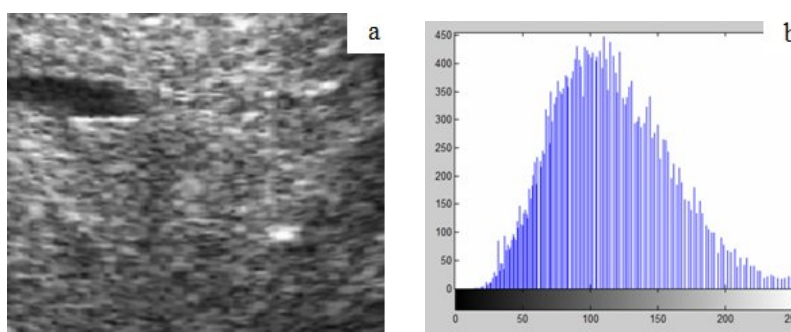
(a) Imaginea ecografică a unui ficat sănătos;
